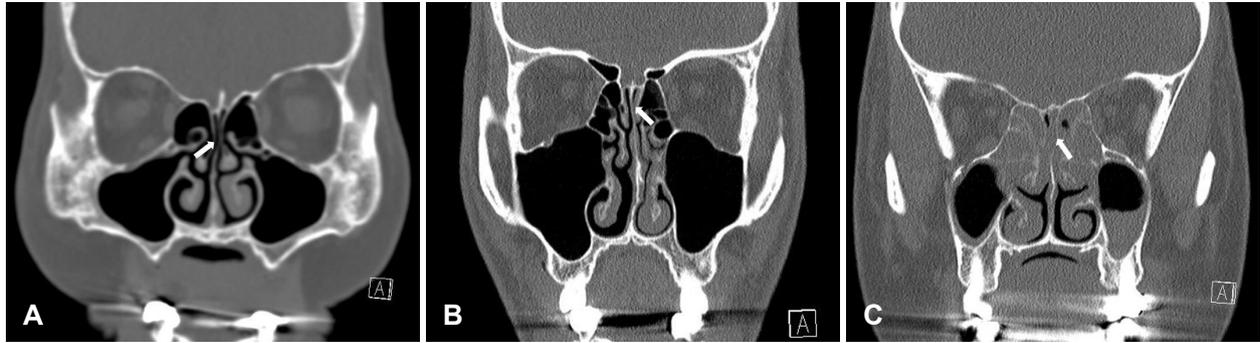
Patency of olfactory cleft in coronal scan of paranasal sinus CT. A: Well opened right olfactory cleft (patency of olfactory cleft=0). B: Partially obstructed left olfactory cleft (patency of olfactory cleft=1). C: Totally obstructed left olfactory cleft (patency of olfactory cleft=2). White arrow: olfactory cleft.
